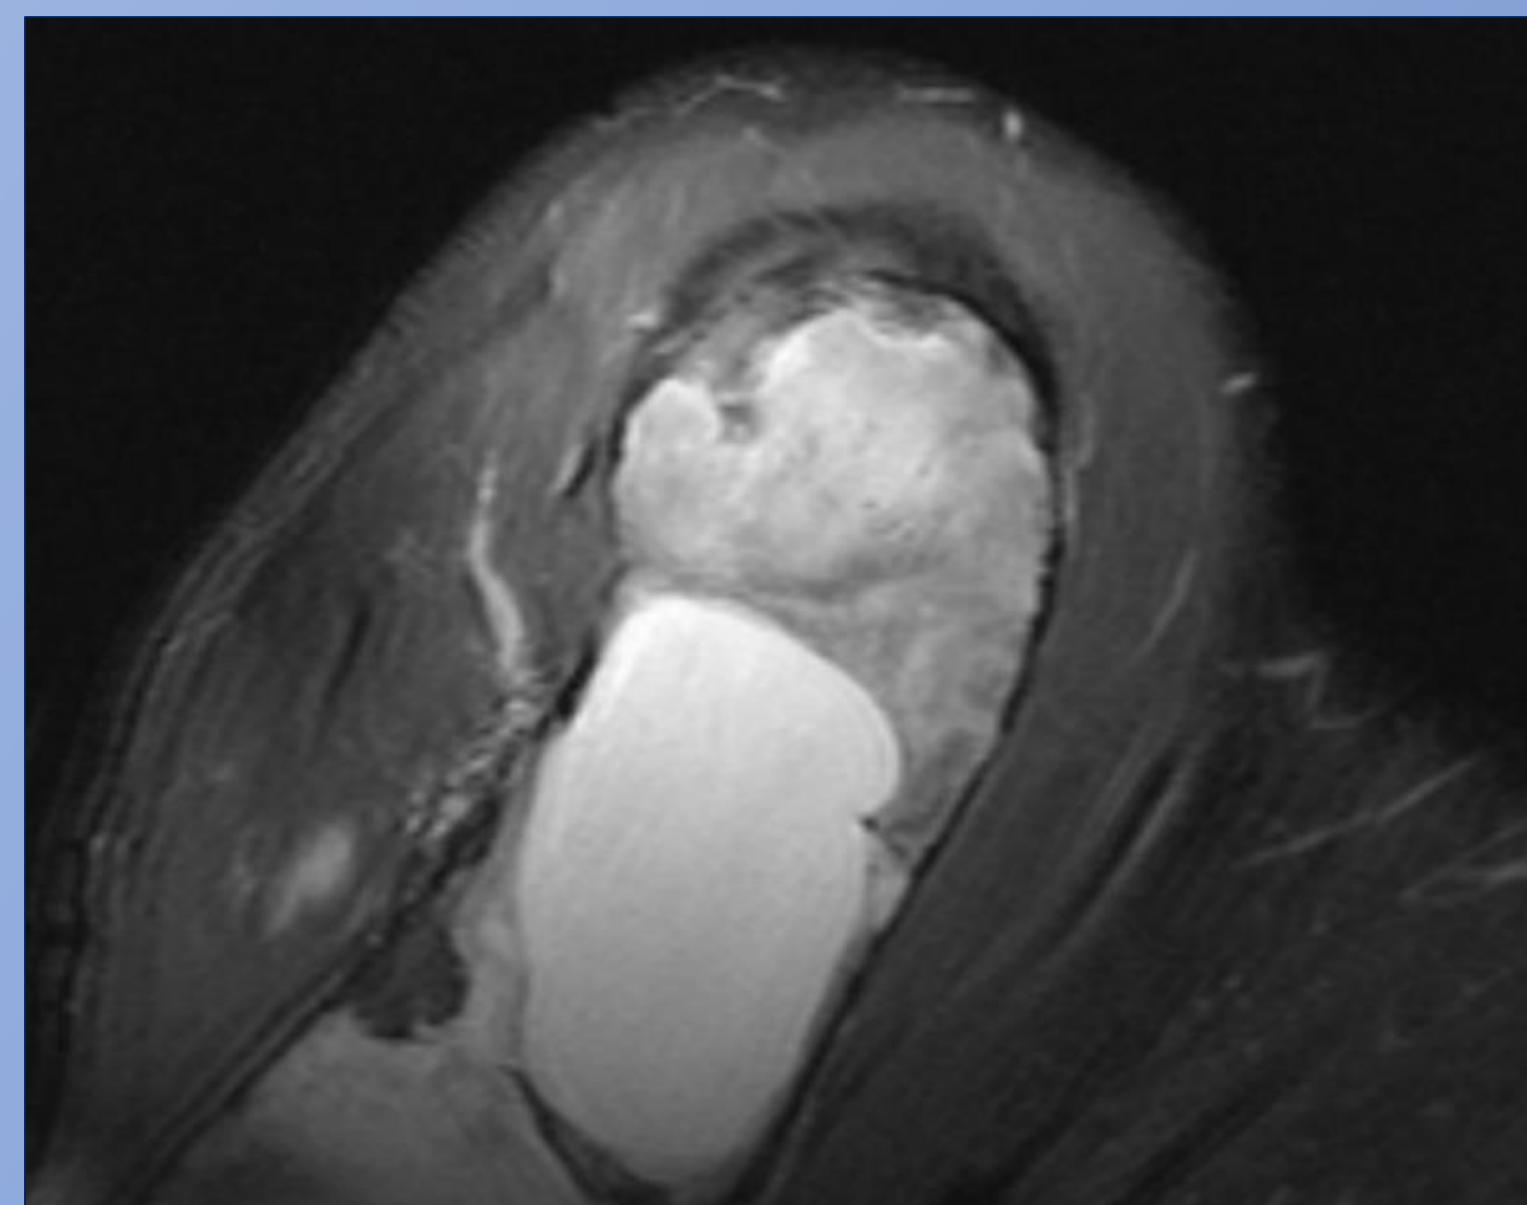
RMN T2 FS en corte sagital
